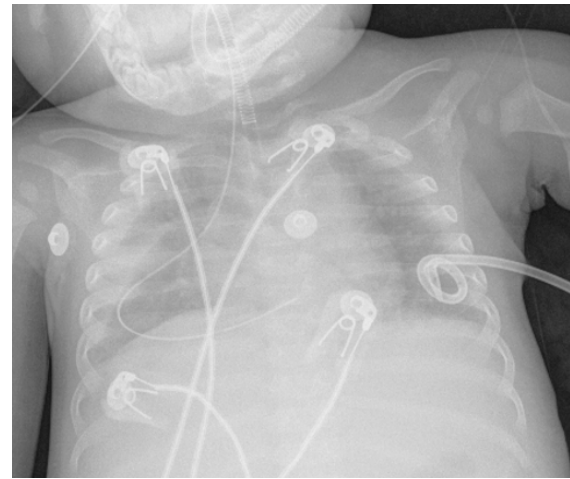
Radiografía de tórax donde se puede observar la sonda nasogástrica mal posicionada, encontrándose a nivel de hemitórax derecho.
